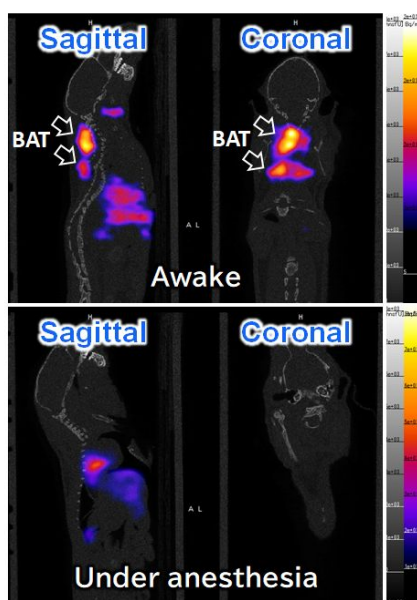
BAT への ^{123}I -oxLDL 集積における麻酔の影響 (SPECT/CT)
